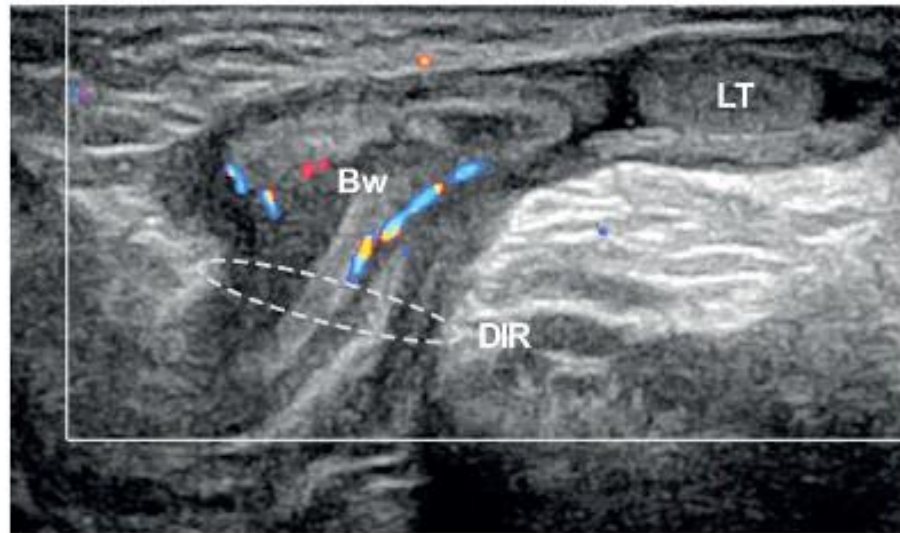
Reducible indirect inguinal hernia in a 3-month-old boy, born prematurely at 24 weeks of gestation. Color Doppler US longitudinal projection of the left inguinal canal shows bowel (*Bw*) herniating through the patent deep inguinal ring (*DIR*) into the inguinal canal. The bowel is easily returned to the abdominal cavity, as observed in real-time evaluation. The bowel blood supply is normal. *LT* left testis
